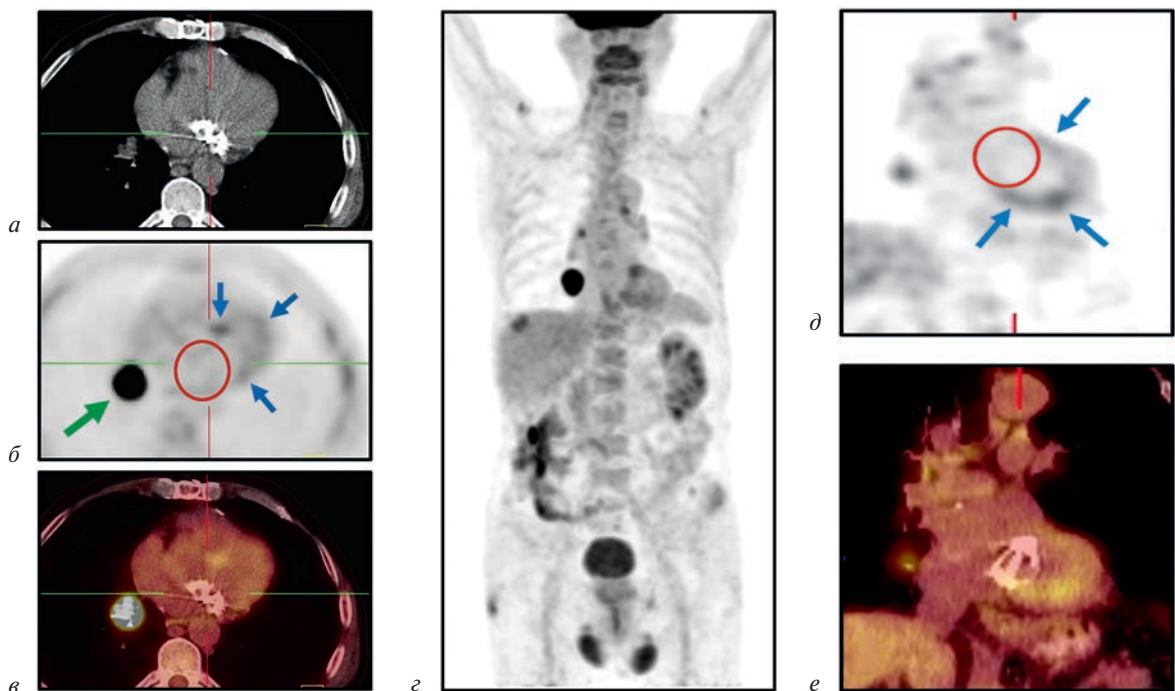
Пациент С., 49 лет, ПЭТ/КТ с ^{18}F -ФДГ выполнена с целью стадирования рака правого легкого (б – зеленая стрелка); в анамнезе состояние после протезирования митрального клапана. На фоне фрагментарного физиологического накопления ^{18}F -ФДГ в миокарде левого желудочка (б и д – синие стрелки) в зоне протеза МК признаки патологического гиперметаболизма отсутствуют (б и д – красный круг):
